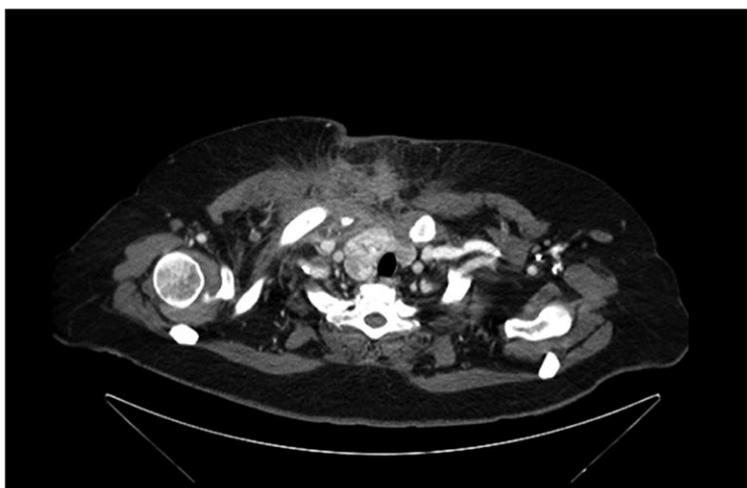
Imagens de tomografia computadorizada torácica com aquisição axial (A) e sagital (B) com administração de contraste endovenoso, nas quais se identifica uma massa de baixa densidade, localizada na parede torácica à direita, com bordos irregulares, mal definida, medindo cerca de 7 cm, que parece condicionar invasão do músculo peitoral e destruição da articulação esternoclavicular e primeira esternocostal direitas.
